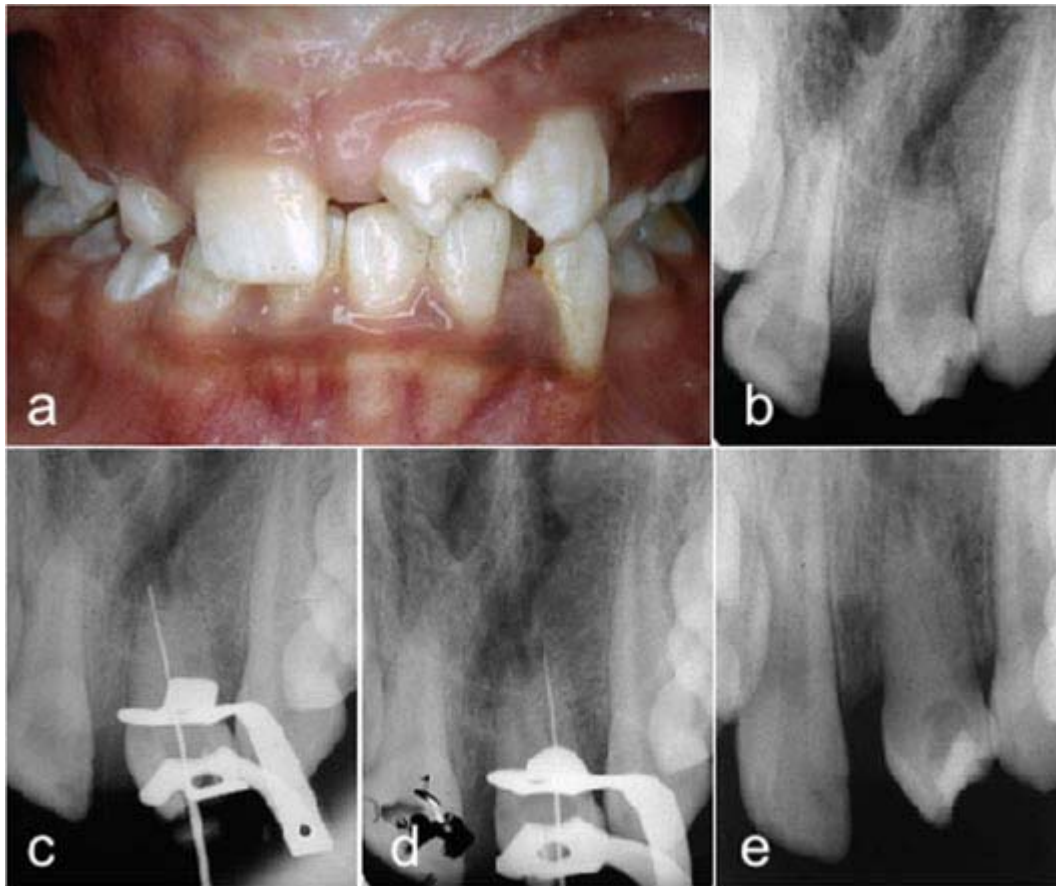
a) Pré-molar inferior esquerdo transplantado na posição do incisivo central superior esquerdo. b) Radiografia de diagnóstico pré-molar inferior esquerdo transplantado na posição do incisivo central superior esquerdo. c) Confirmação da odontometria canal mesial. d) Confirmação da odontometria canal distal. e) Colocação da medicação intracanal.
